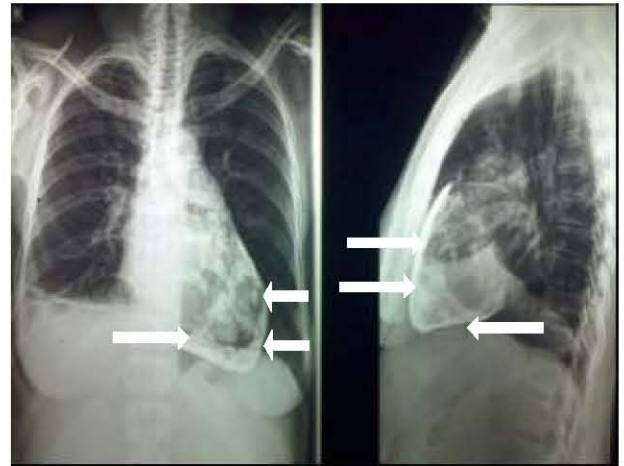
Radiographie thoracique préopératoire de la patiente n°2 montrant l'image du « cœur en porcelaine ». Présence d'un épanchement pleural droit
